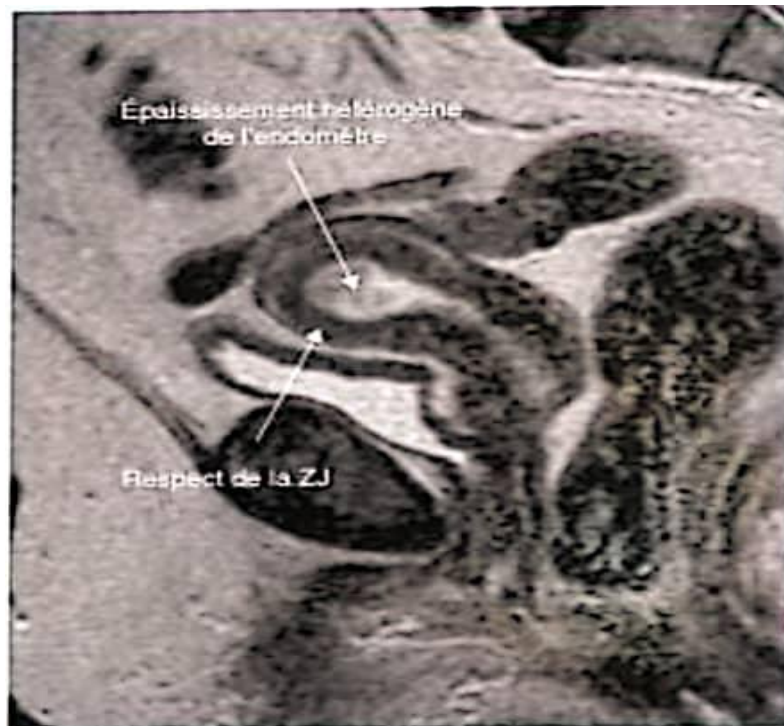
IRM pelvienne, coupe sagittale T2. Hypertrophie hétérogène de l'endomètre avec respect de la zone jonctionnelle (ZJ) = adénocarcinome endométrioïde IA
